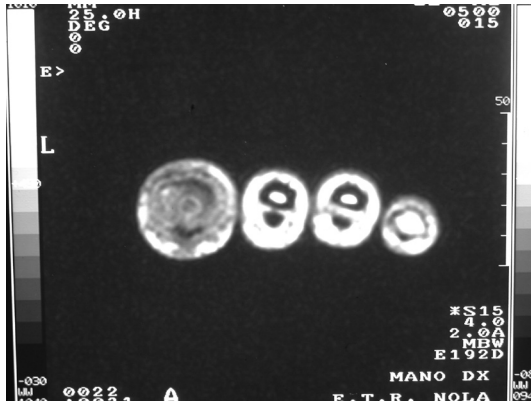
RMN Preoperatoria.
